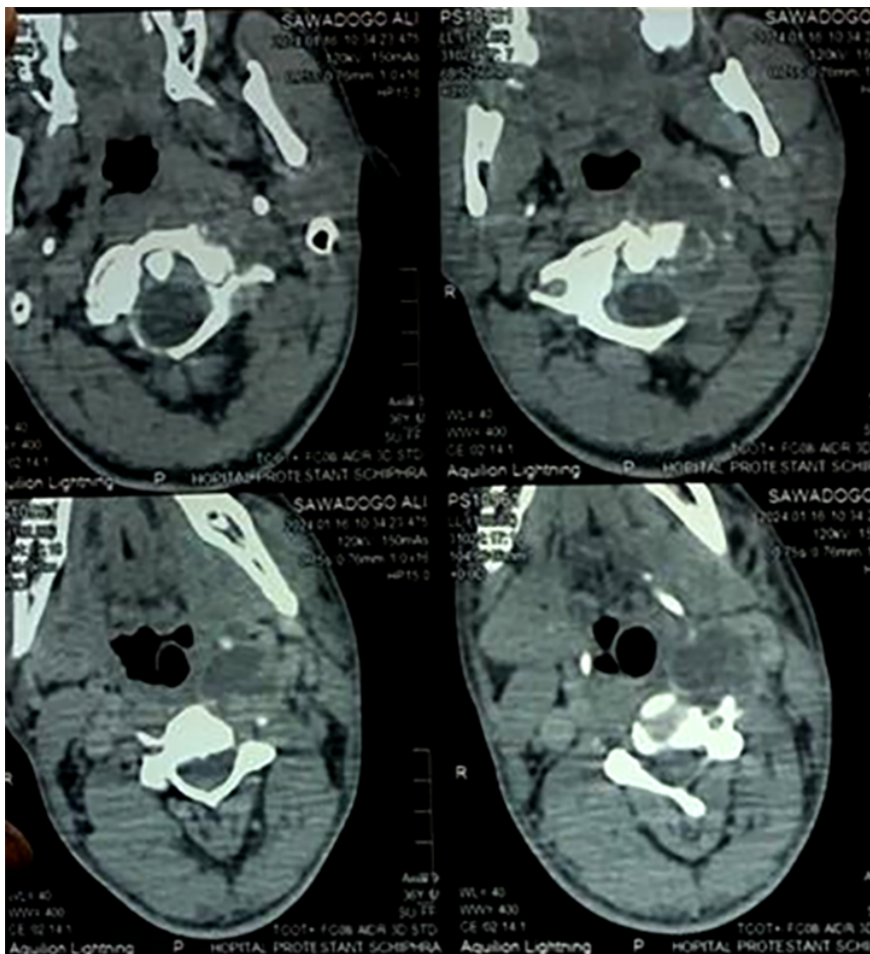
TDM cervicale (coupe axiale) passant par C1 mettant en évidence une collection hypodense rétropharyngée avec une lyse osseuse de l'arc antérieur de C1
